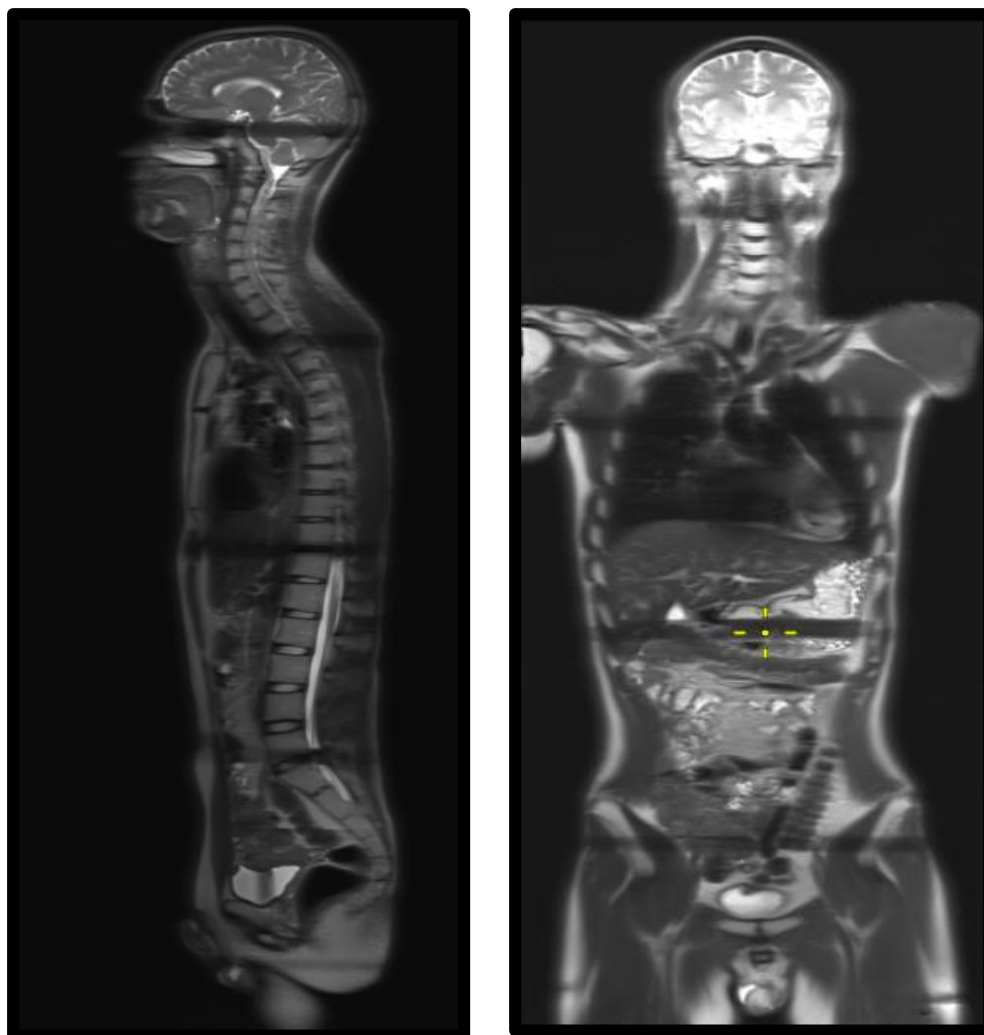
Топограмма ДВ МРТ в сагиттальной и коронарной плоскостях.
